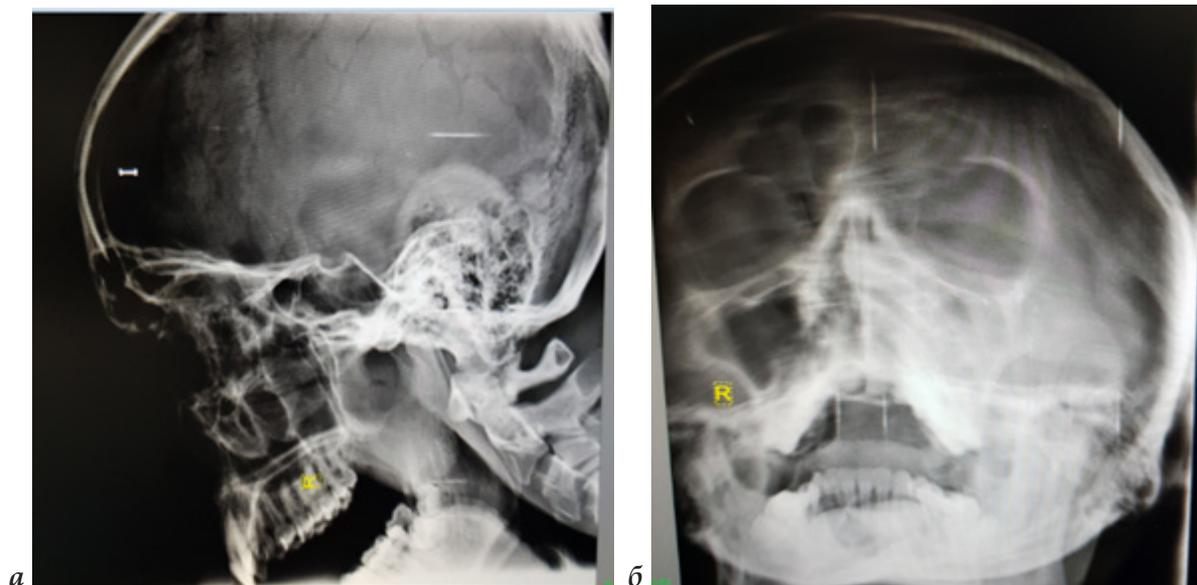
Рентгенограмма больного Х.Ф., 17 лет с диагнозом: «ЮАОЧ базиллярной формы I-ой степени» (по классификации U. Fish): а – рентгенограмма черепа в боковой проекции; б – в подбородочно-носовой проекции
